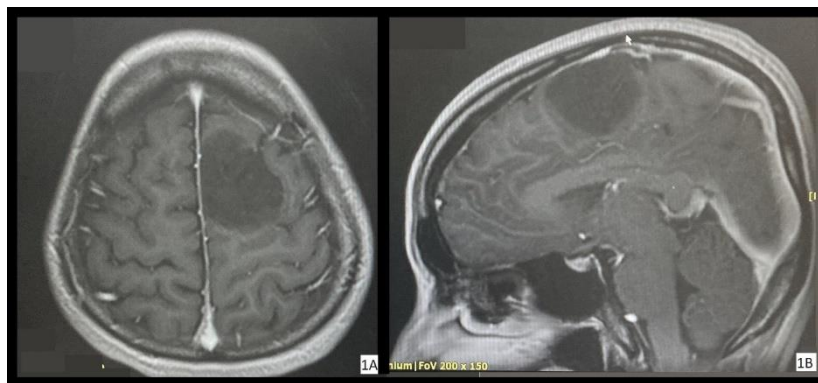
reoperative MRI showed brain tumor at left primary motor cortex. 1A axial, 1B sagittal.
